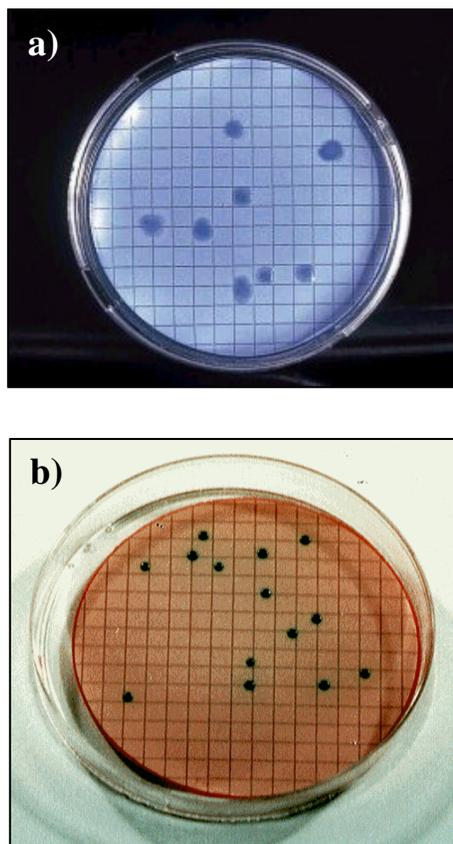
a) Crecimiento de colonias de CF y b) Crecimiento de colonias de CT.
